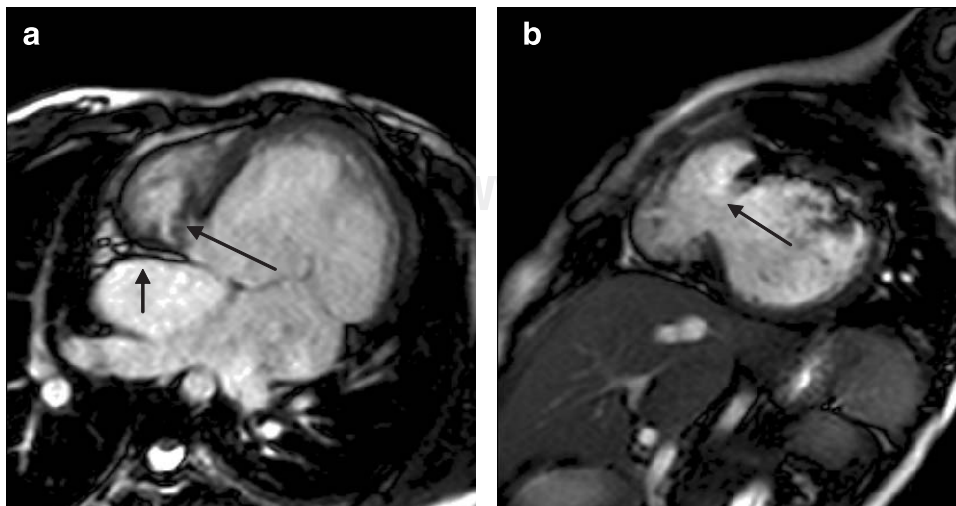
(a) RMN corte axial, cuatro cámaras (sangre blanca) se observa atresia tricuspídea (flecha corta) y un defecto en el tabique interventricular (flecha larga), aurícula morfológicamente izquierda situada a la izquierda (situs solitus atrial), mesocardia. (b) RMN corte ortogonal eje corto (sangre blanca) gran defecto en el tabique interventricular (flecha).
